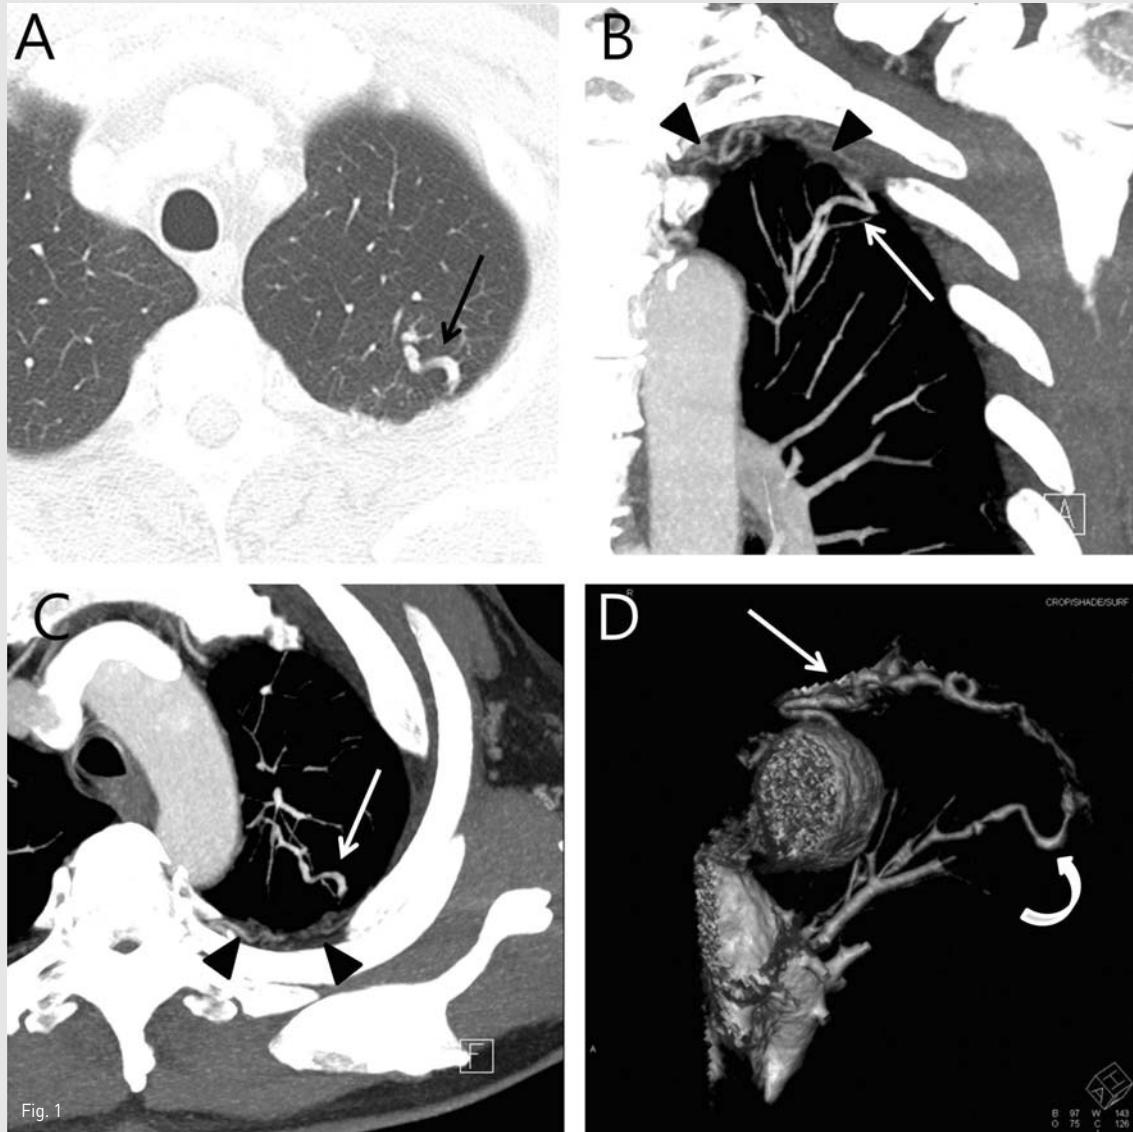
A Contrast enhanced chest CT shows tortuous dilated intrapulmonary vascular structure in left upper lobe apicoposterior segment (arrow). B, C Maximum intensity projection image of the chest CT shows tortuous dilated intrapulmonary vascular structure in left upper lobe apicoposterior segment (arrow) and tortuously dilated systemic vessels in the chest wall (arrow heads). D Volume rendering image of chest CT shows left 3rd intercostal artery (arrow) to pulmonary artery (curved arrow) fistula. The intercostal artery shows hypertrophy, and tortuosity.
